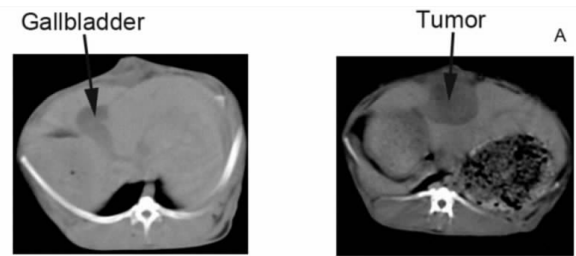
A 左侧为新西兰大白兔肝内原位种植 VX2 肿瘤 3 天时 CT 平扫图像,肝内未见低密度病灶;右侧为 case6 肝脏接种 VX2 肿瘤第 15 天时 CT 平扫图像,可见肝内一大一小约为  $1.7 * 1.5$  cm 低密度病灶; B 为新西兰大白兔接受 RFA 联合激活的 DC 疫苗治疗时间流程图
